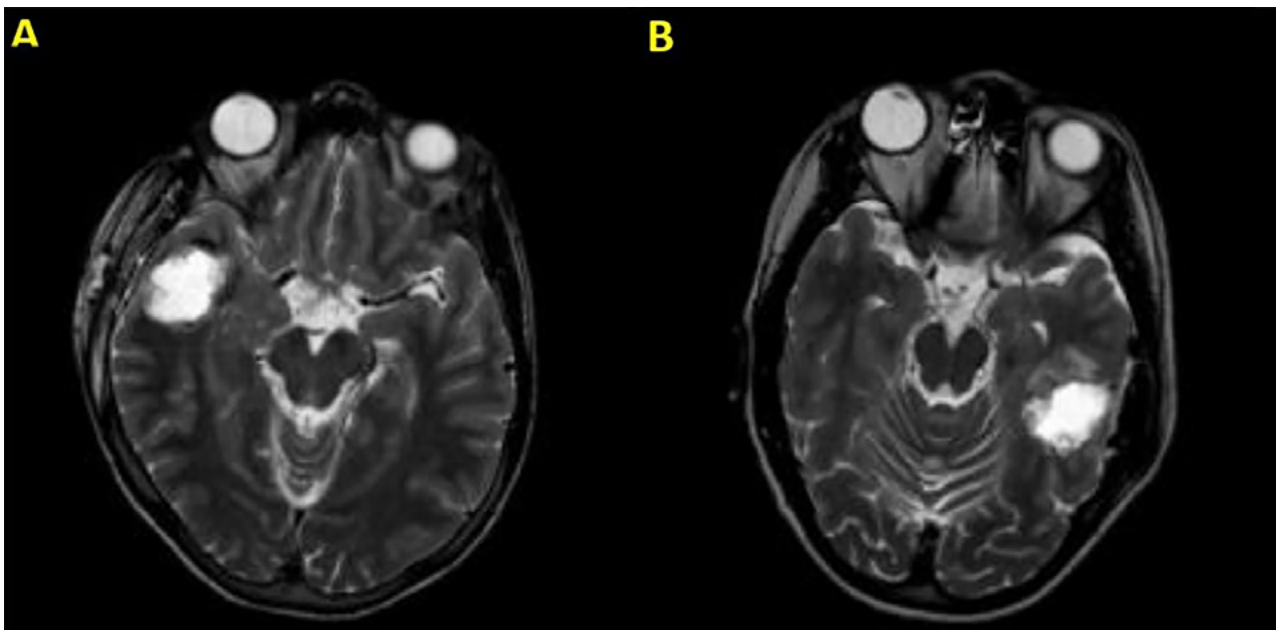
Ejemplos de escaneos de RM postoperatorios después de la extracción de tumores, los cuales fueron la causa de convulsiones epilépticas resistentes a los medicamentos. A: corresponde a una cavidad quirúrgica del giro temporal medio derecho y B: a una cavidad temporal posterior izquierda.
